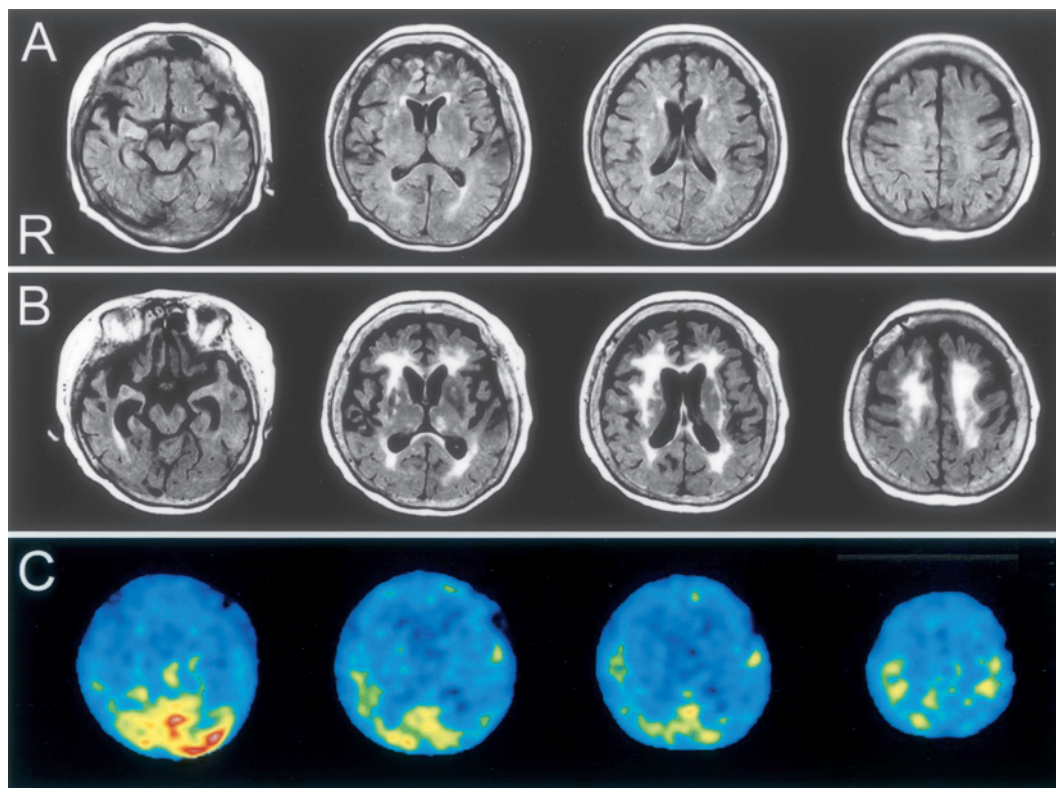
MRI images in May 2006 (A) and November 2006 (B), and ^{123}I -IMP SPECT image in October (C). FLAIR MRI (TR 9,000, TE 150, Siemens Magnetron Symphony 1.5T) shows multiple high intensity lesions in the cerebral white matter (A). Enlargement of the white matter lesions and brain atrophy were observed after 6 months (B). ^{123}I -IMP SPECT demonstrated a severe decrease of tracer uptake in the brain (C).
